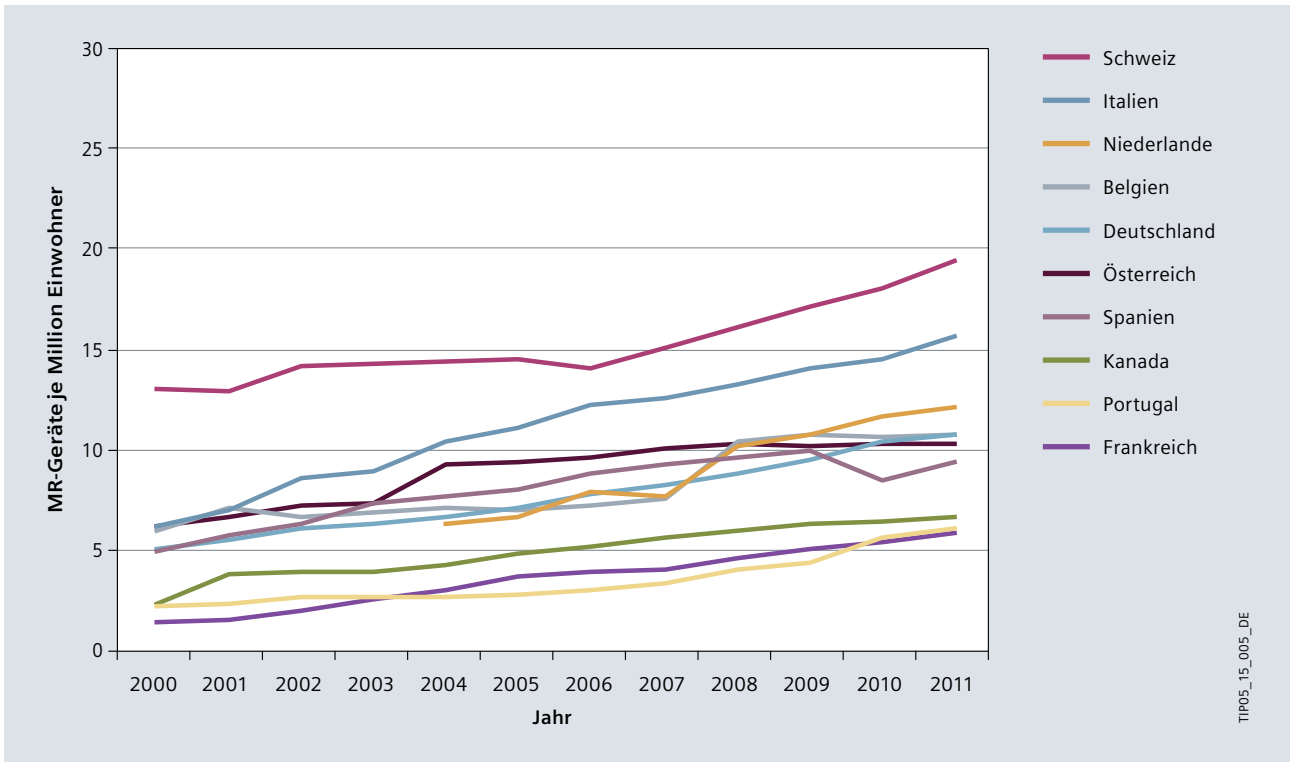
/5: Anzahl bildgebender Systeme in Krankenhäusern [3]: Magnetresonanz (MR)-Geräte
